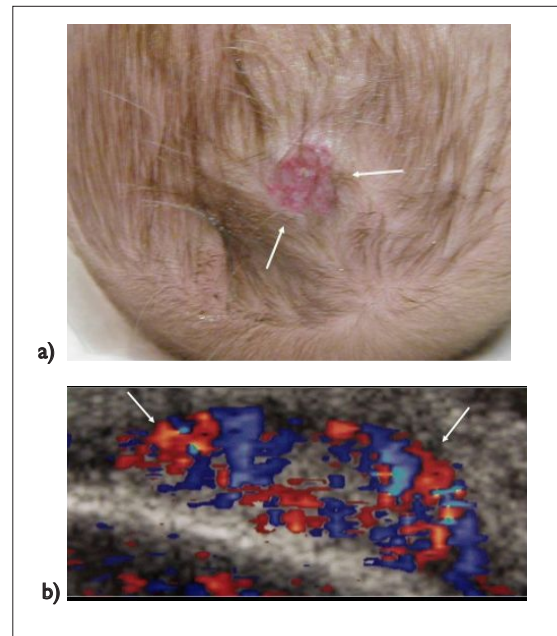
Hemangioma del cuero cabelludo en un lactante de dos meses de edad. a) Aspecto clínico de la lesión. b) La US Doppler-color muestra un engrosamiento localizado de las partes blandas en la lesión parietal posterior, con abundante flujo vascular arterial y venoso en su interior.
